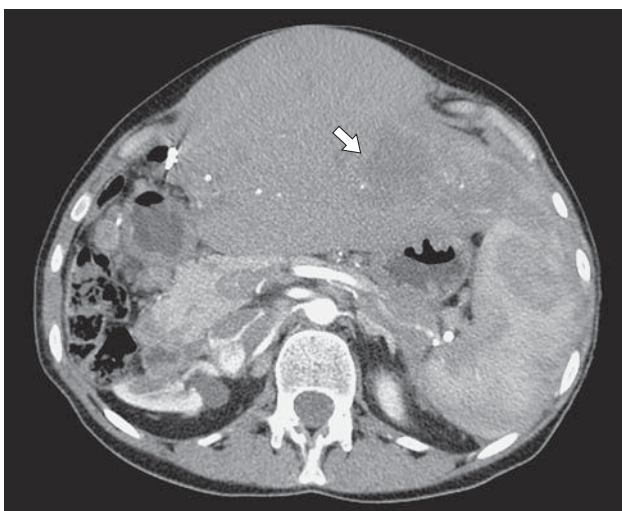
Компьютерная томограмма. Рецидив ГЦР (стрелка) через 7 лет после расширенной правосторонней гемигепатэктомии с протезированием НПВ.
